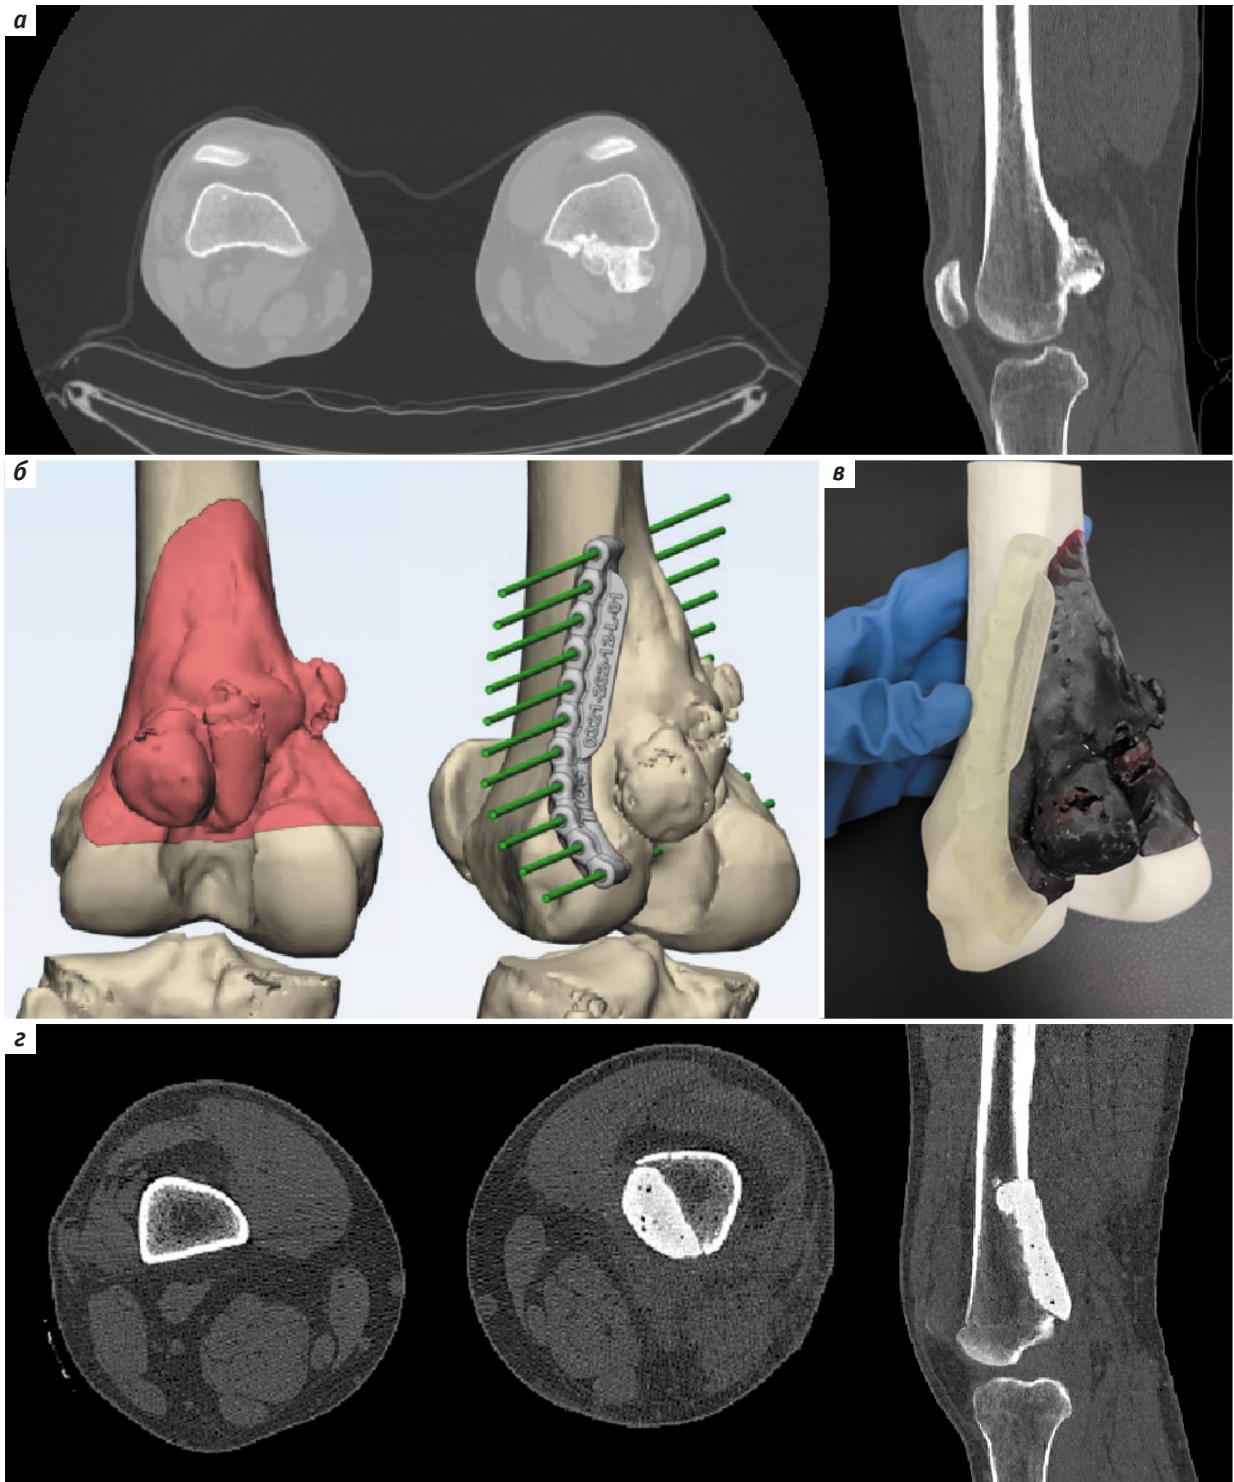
Использование навигационного шаблона для краевой резекции опухоли дистального сегмента бедренной кости: а – вид опухолевого поражения по данным компьютерной томографии; б – предоперационное планирование при помощи компьютерного моделирования. Определение радикальных границ резекций и оптимального дизайна навигационного шаблона; в – анатомическая модель опухолевого поражения дистального сегмента бедренной кости с индивидуальным резекционным шаблоном и указанием места его приложения; г – контрольная компьютерная томография после выполненного объема хирургического вмешательства
